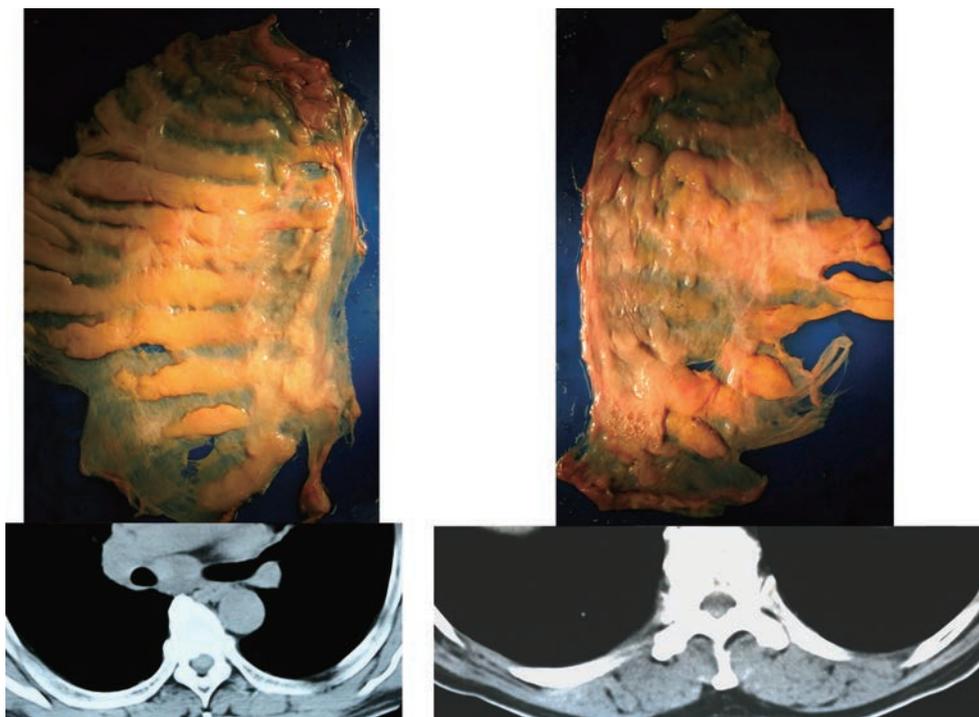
胸膜外脂肪沈着が著しく厚さ3mmに達する例の縦隔条件の胸部CT。脂肪沈着に該当する明らかな所見はCTに認めがたい。(出典は文献10)
